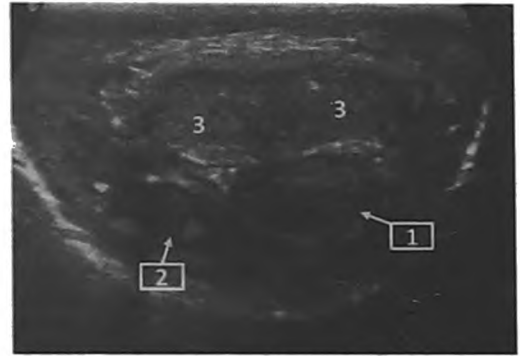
И., 32 г. Перелом полового члена, сочетающийся с травмой уретры. Поперечное УЗИ полового члена. 1 – подкожная урогематома по уретральной поверхности пениса, 2 – спонгиозное тело с уретрой смещены вправо, 3 – кавернозные тела (зона разрыва не визуализируется)
